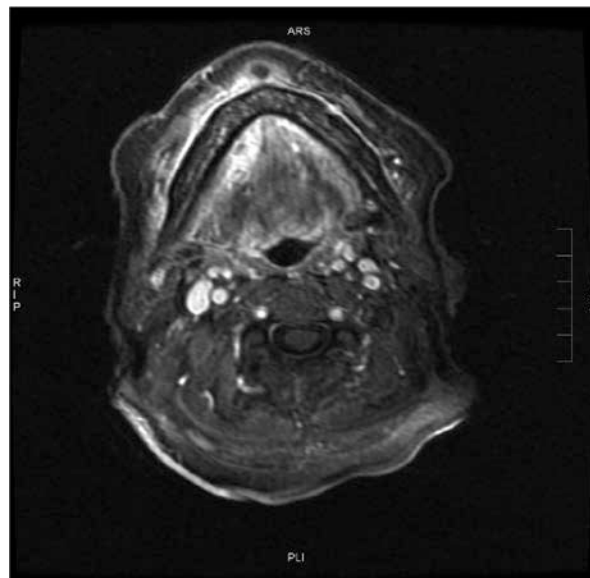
Resonancia magnética nuclear (RMN) maxilofacial: alteración de señal en hemimandíbula derecha compatible con esclerosis ósea. Aumento de intensidad de la señal en partes blandas de la vertiente lingual y vestibular del cuerpo mandibular derecho. No se aprecia destrucción ósea. R. Alonso Estellés. Rev Clin Esp.2008;208:165-7 - Vol. 208 Num.3 DOI: 10.1157/13115828.
